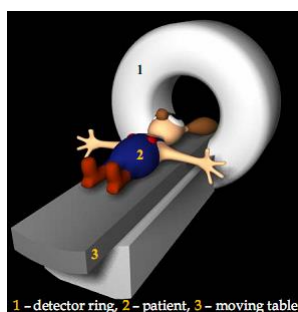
/13. Scanner PET. O masă mobilă mută pacientul prin orificiu circular în portal. Designul exterior este similar celui de un scanner CT și într-o oarecare măsură cu cel a unui scanner RMN. (Prin amabilitatea de Departamentul de Medicina Nucleară.)
